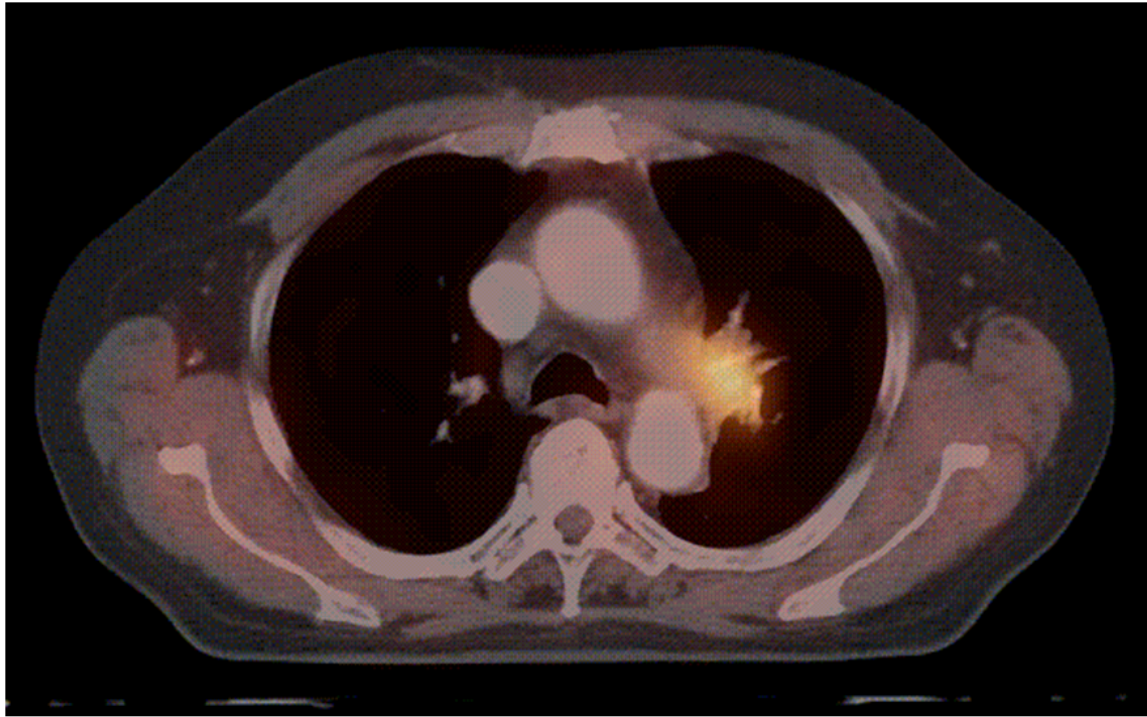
Beispiel eines FDG-anreichernden, links zentral lokalisierten Bronchialkarzinoms. Universitätsklinikum des Saarlandes, Klinik für Nuklearmedizin
